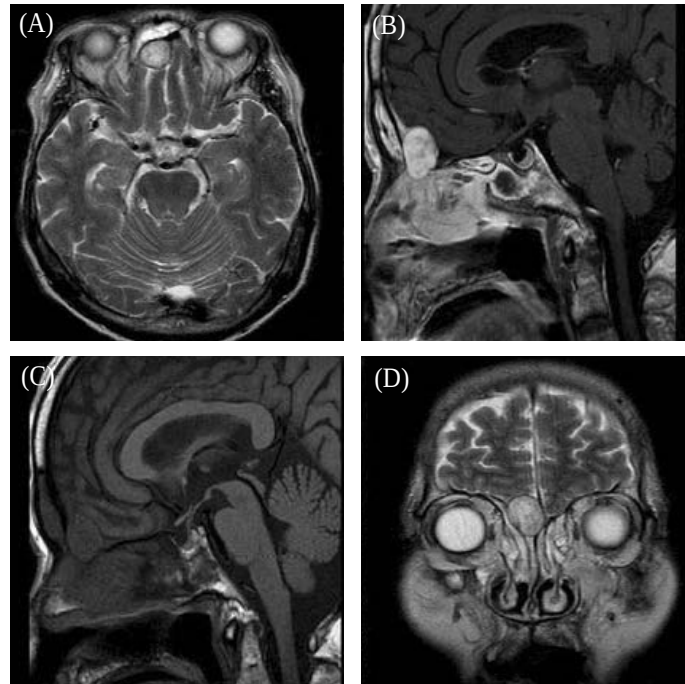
(A) T1 weighted enhanced axial image: MRI showing a rounded contour with enhancing extra-axial located subfrontally mass lesion in the olfactory groove. (B) T1 weighted enhanced sagittal image: MRI showing a rounded contour with enhancing extra-axial located subfrontally mass lesion in the olfactory groove. (C) T1 weighted nonenhanced sagittal image: MRI showing a rounded contour with enhancing extra-axial located subfrontally mass lesion in the olfactory groove. (D) T2 weighted coronal image: MRI showing a rounded contour with enhancing extra-axial located subfrontally mass lesion in the olfactory groove.
